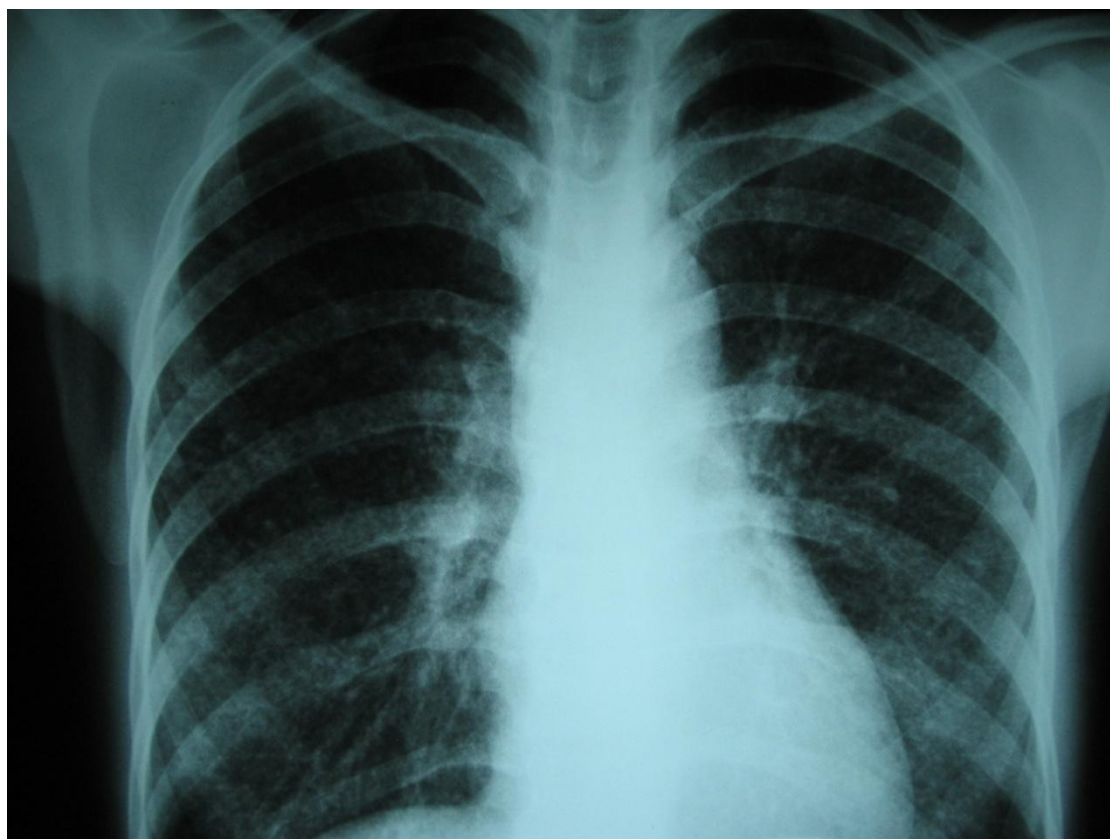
Miliaire tuberculeuse bilatérale. Radiographie préopératoire de la patiente n°2
